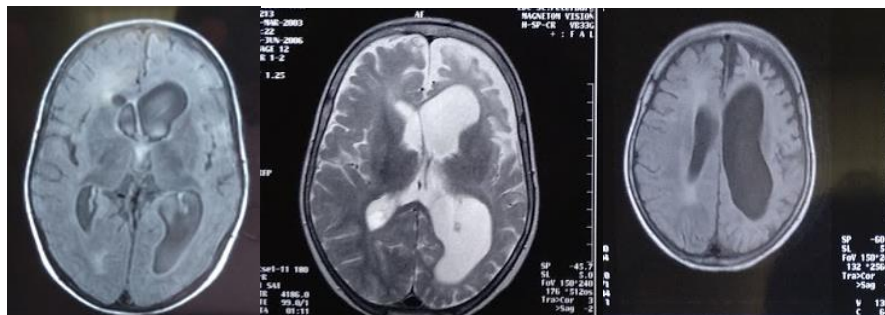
МРТ ребенка К., через 3 года после перенесенного гемофильного менингита.
